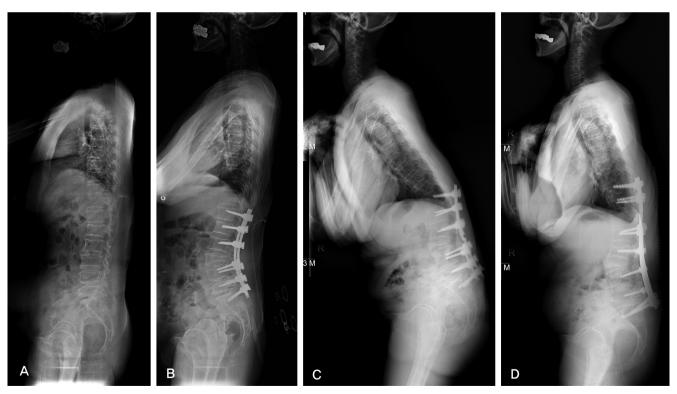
(A) A 64-year-old woman has lumbar degenerative sagittal imbalance with kyphosis. (B) She underwent an operation of L3 TPV, T12-S1 PLF. The whole spine lateral radiograph shows restored sagittal balance immediate postoperative period. (C) Junctional kyphosis with proximal screw loosening had been developed 76 months after surgery. (D) The patient had revision surgery of T10-12 PF with rod change and lumbosacral fixation with iliac screw.
